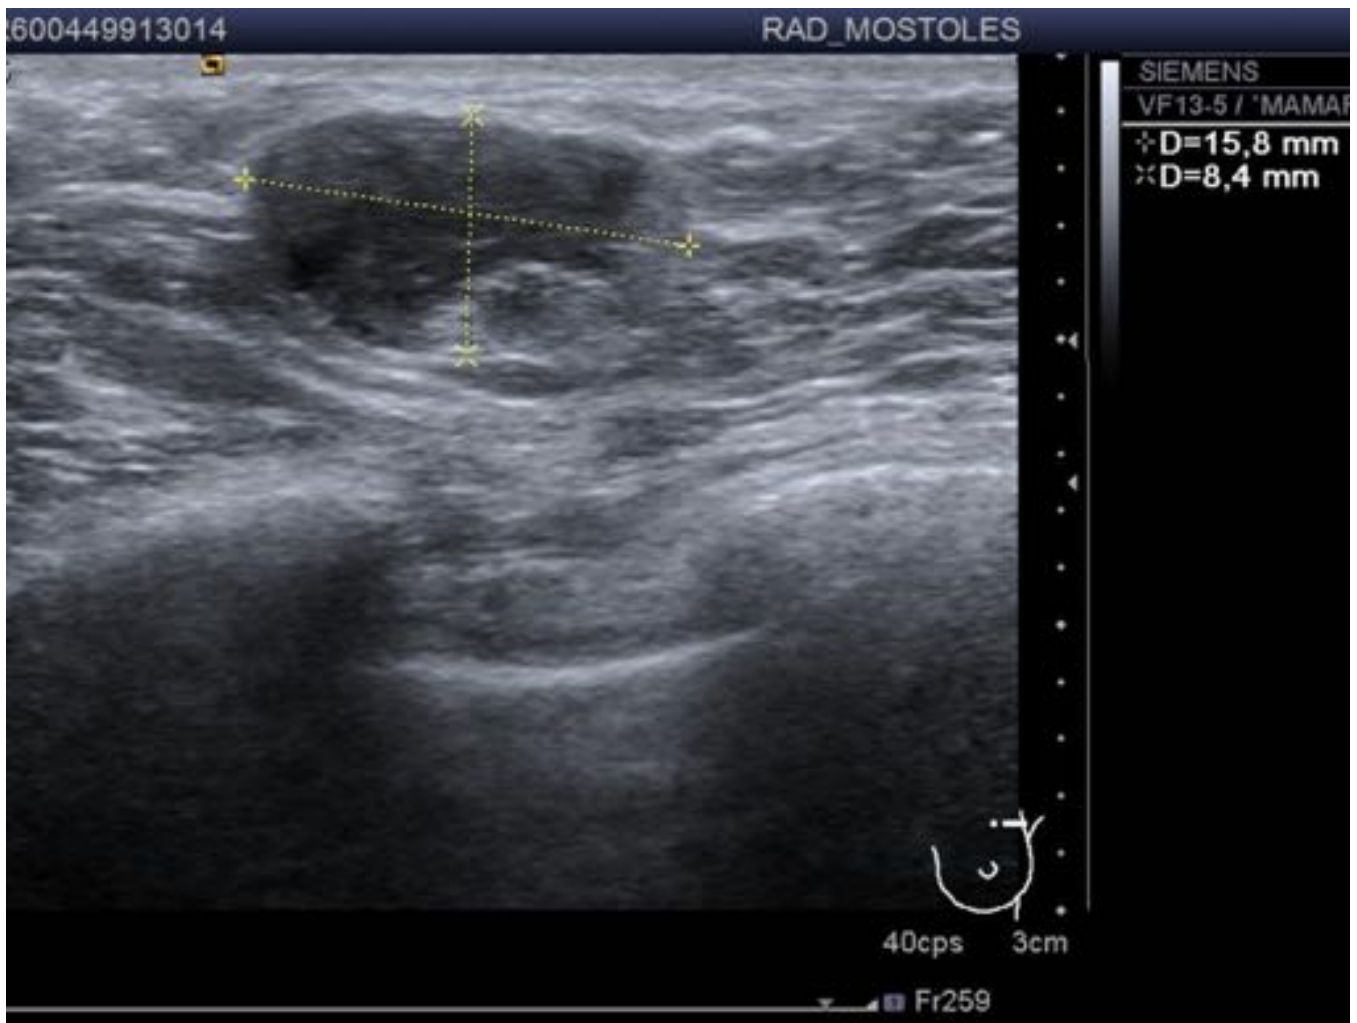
Ecografía mamaria: Lesión quística compleja que junto con Mamografía y tras RM, correspondía a Necrosis grasa.
